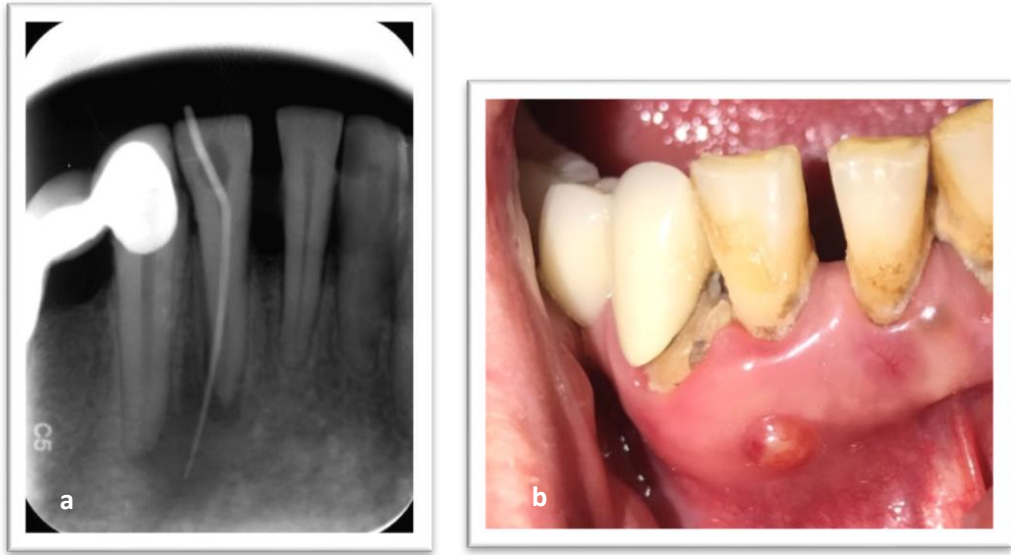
12 dişe ait mukogingival birleşimde bulunan, saplı/fibrötik yapılı kabarıklık/papül şeklindeki sinüs yolunun periapikal radyografisi (a), ağız içi görünümü (b)
